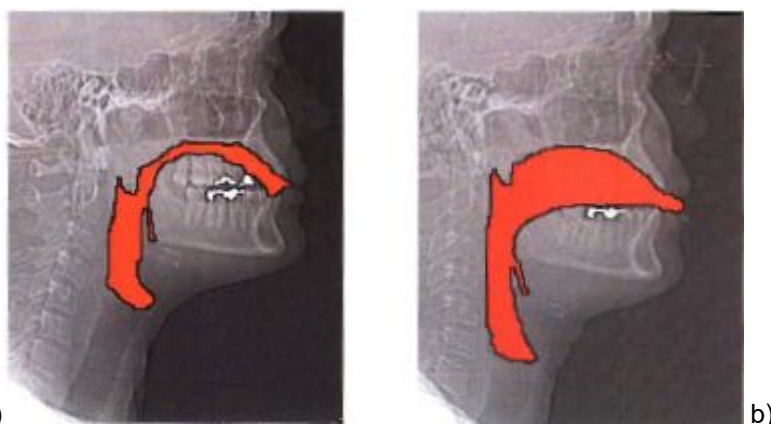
Volumen del tracto vocal sin (a) y con el tubo de Lax Vox (b). Con el tubo se observa mayor elongación y volumen de la cavidad de resonancia (2).
